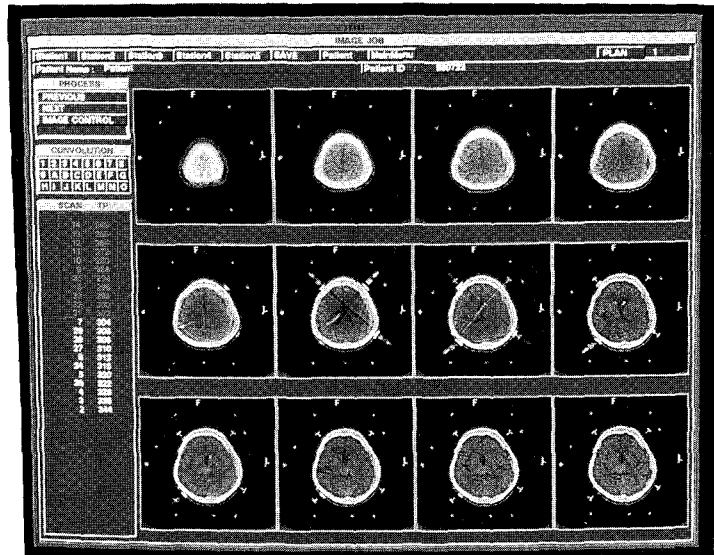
Twelve-panel display of an reconstructed axial views of the computed tomogram.
